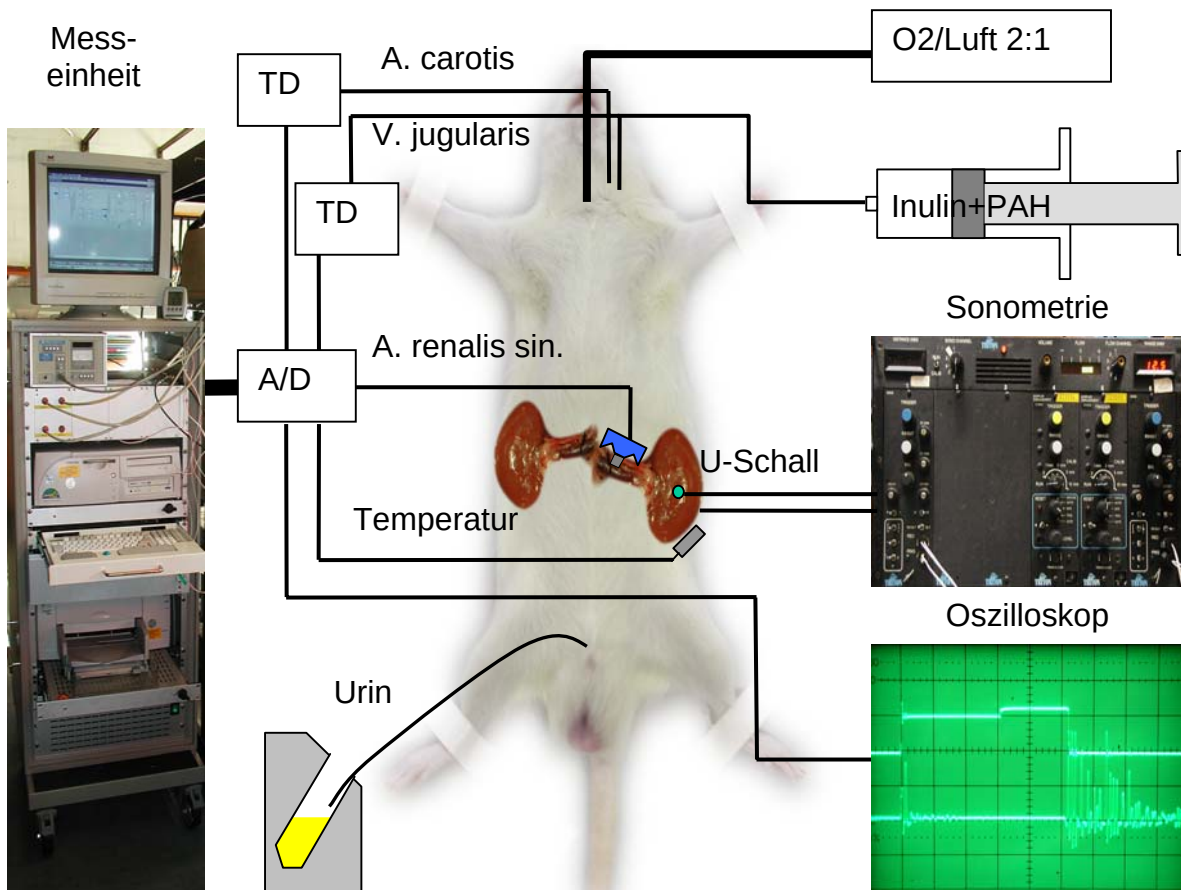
Männliche Wistar-Ratten wurden narkotisiert und über eine offene Tracheotomie mechanisch beatmet. In die A. carotis und V. jugularis wurden Katheter eingeführt und arterieller und zentralvenöser Blutdruck über Transducer (TD) gemessen. Über eine Dauerinfusion wurde Inulin 3% und Paraaminohippursäure 0,2% in einer Dosis von 5 ml/kgKG/h infundiert. Der Fluss der linken Nierenarterie wurde mit einem transit time Flowmeter gemessen. Die Dicke der Niere in dorsoventraler Richtung wurde über piezoelektrische Ultraschallsender und –empfänger mit einem gepulsten Doppler (Sonometrie) gemessen, das Doppler-Signal wurde über ein Oszilloskop kontrolliert. Eine Temperatursonde maß die Oberflächentemperatur der linken Niere. Über einen in die Blase eingelegten Katheter wurde der Urin gesammelt. Die Registrierung der Messdaten erfolgte mit einer Messeinheit, die aus einem PC mit der Mess-Software, einem 16-Kanal-A/D-Wandler, einem 4-Kanal Drucktransducer sowie 2 Temperatursignalaufbereitern bestand.
